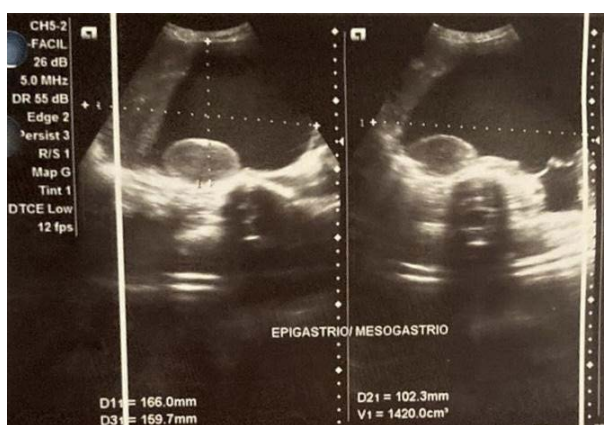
USG abdominal (julho de 2022) evidenciando lesão volumosa sólido-cística, com acometimento do mesogástrio e epigástrio
